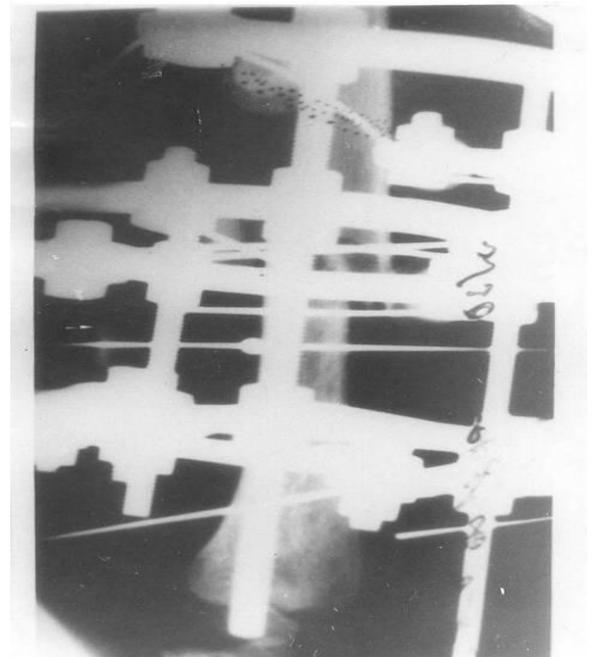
Фоторентгенограмма косо́го перелома левой плечевой кости со смещением костных отломков.
